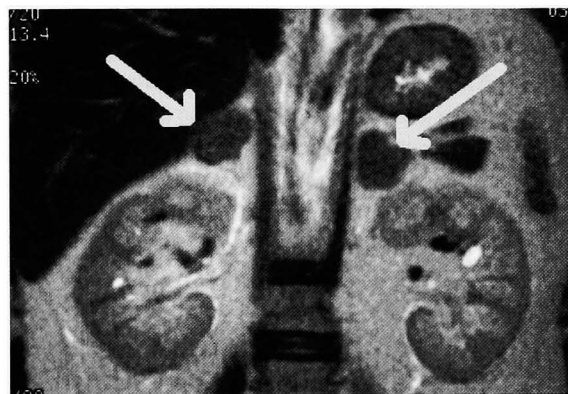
MR imaging. MR imaging shows enlarged bilateral adrenal glands.
